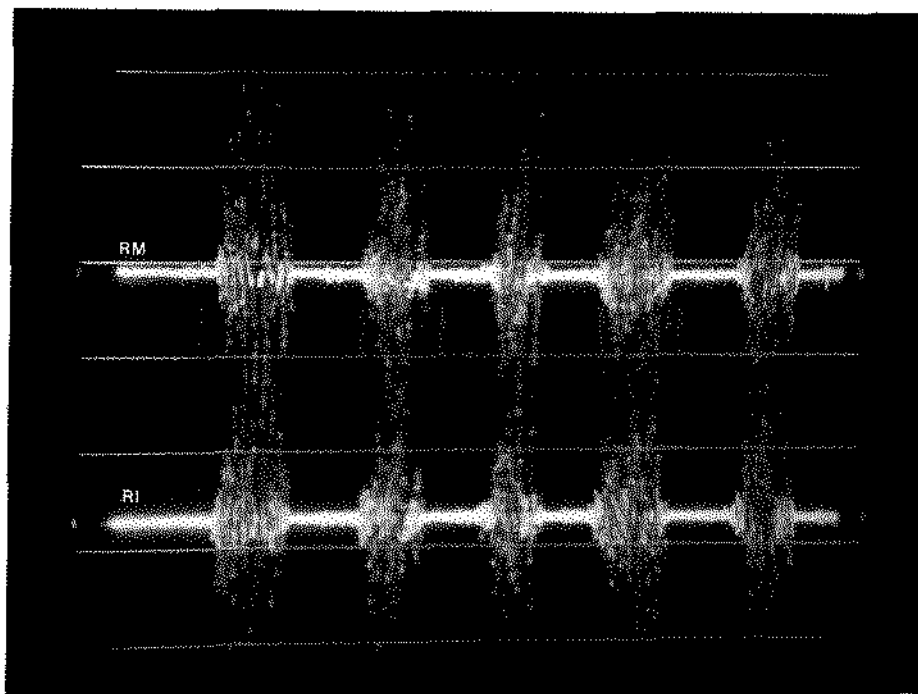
E.M.G. do m. masseter de indivíduo com oclusão clinicamente normal, mostrando na mastigação molar esquerda a região média (RM) com atividade muito forte e a região inferior (RI) com atividade forte. Calibração $200\mu\text{V}$ e velocidade do feixe 370ms/div.
